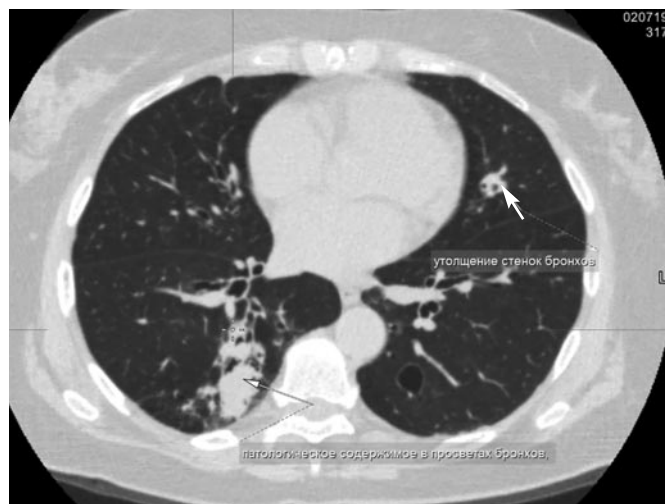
СКТ ОГК от 21.10.2016. Стрелкой указаны цилиндрические бронхоэктазы.
